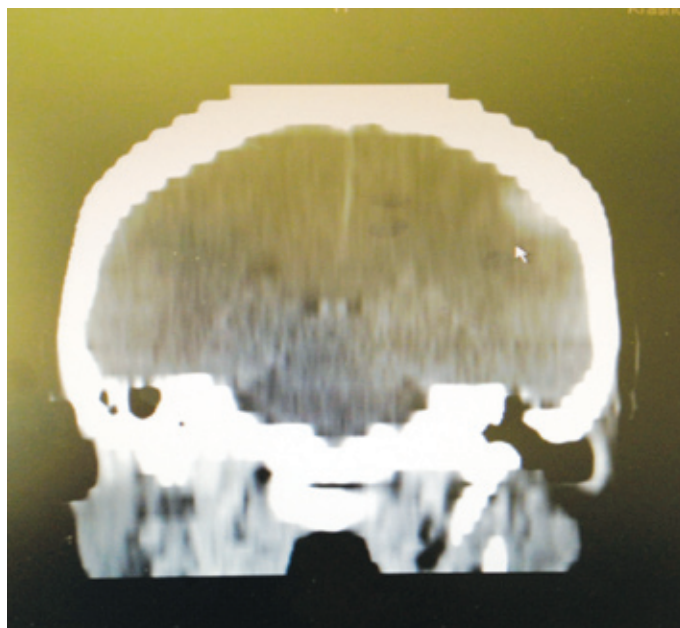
КТ головного мозга от 10.06.2010 г. Заключение: опухоль левой теменной области
